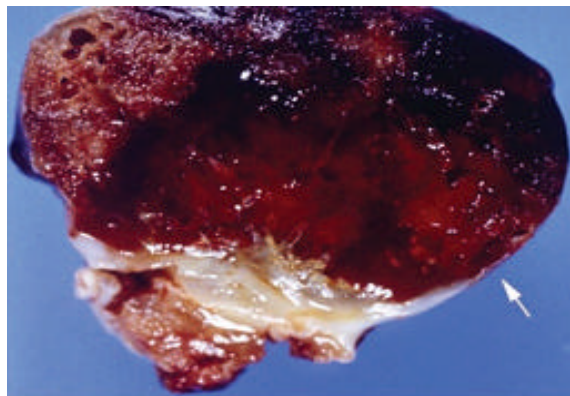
Mixoma auricular izquierdo. Superficie de corte que muestra focos de hemorragia intratumoral. Extraído de: Radiographics 2002;22:673-689.
